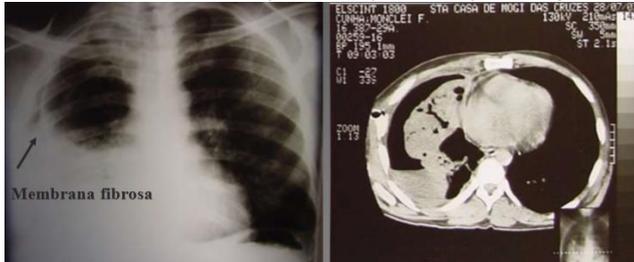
Encarceramento pulmonar visto ao Rx e tomografia.
